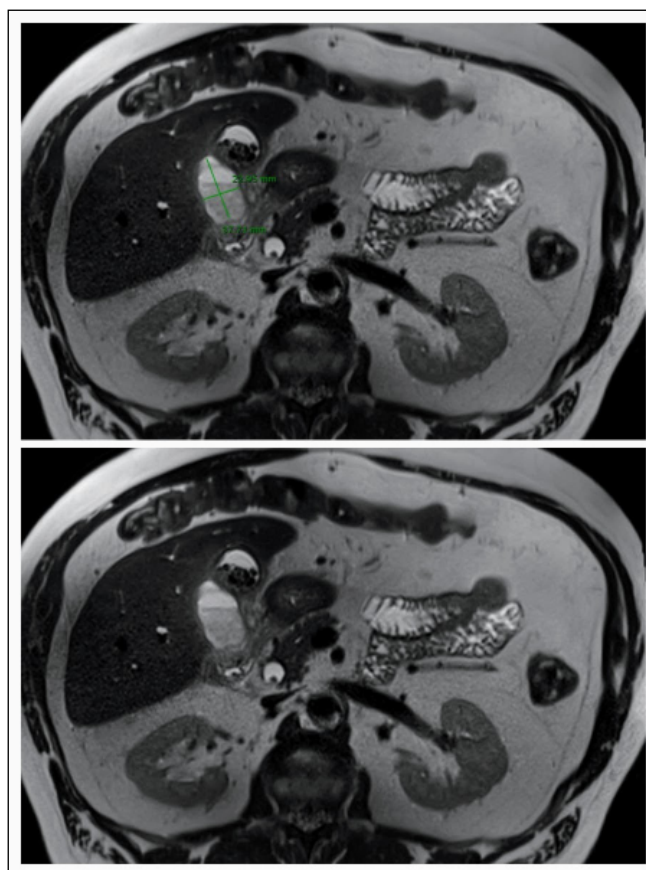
Corte axial de resonancia magnética de abdomen donde se puede observar colección líquida subhepática/perivesicular compatible con absceso de 25x23mm en dicho plano.
